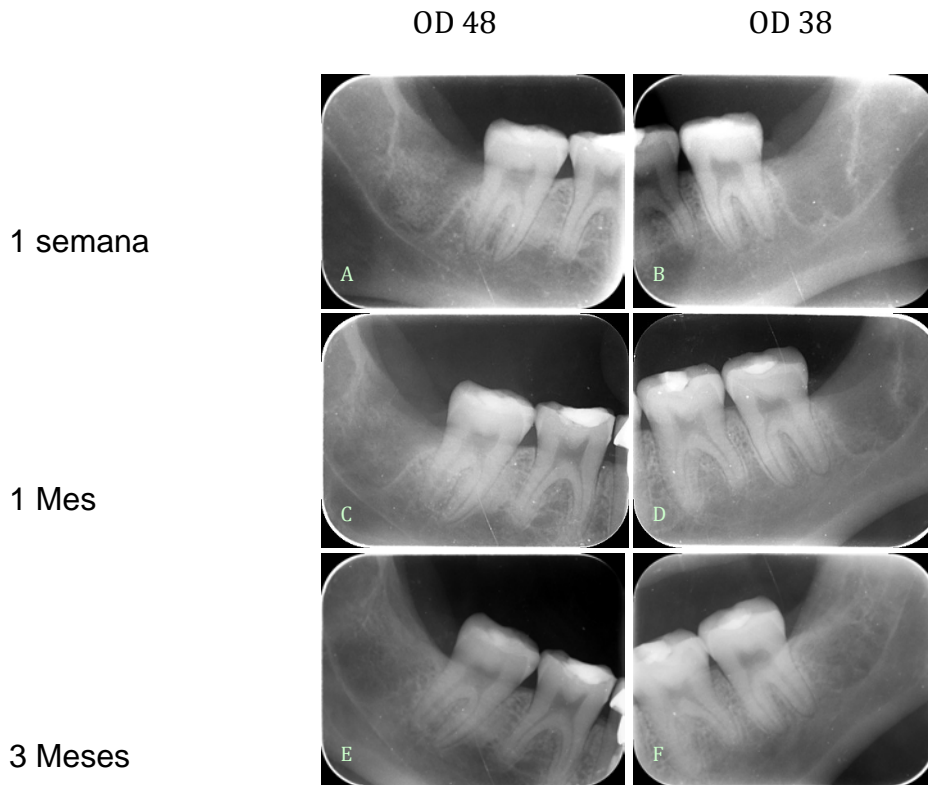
Periapicales de control
